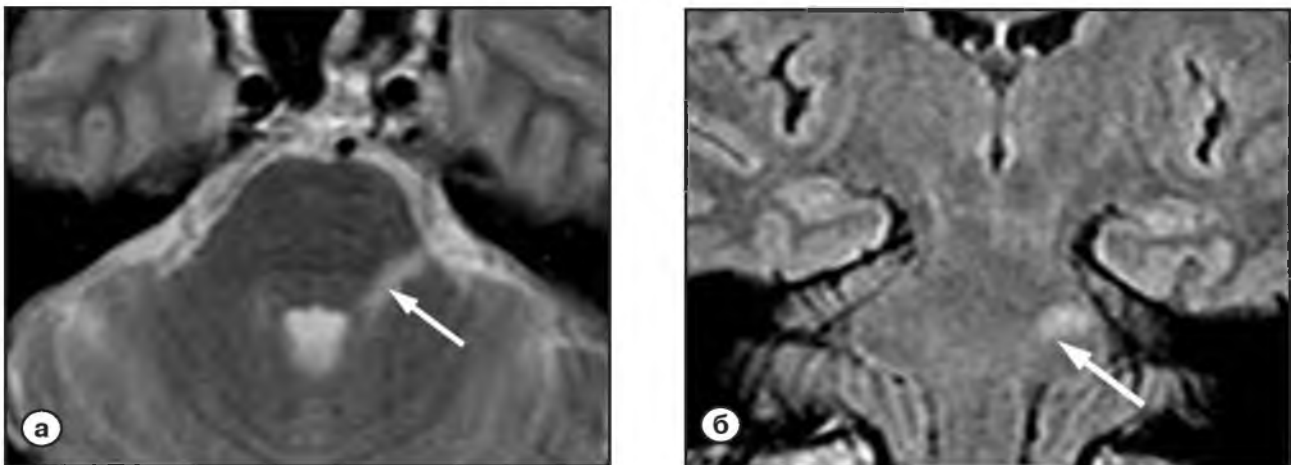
Пациент Р., 28 лет, с диагнозом «рассеянный склероз». МРТ. Очаги демиелинизации располагались в левой половине моста соответственно ходу волокон проводящих путей тройничного нерва (стрелка)
